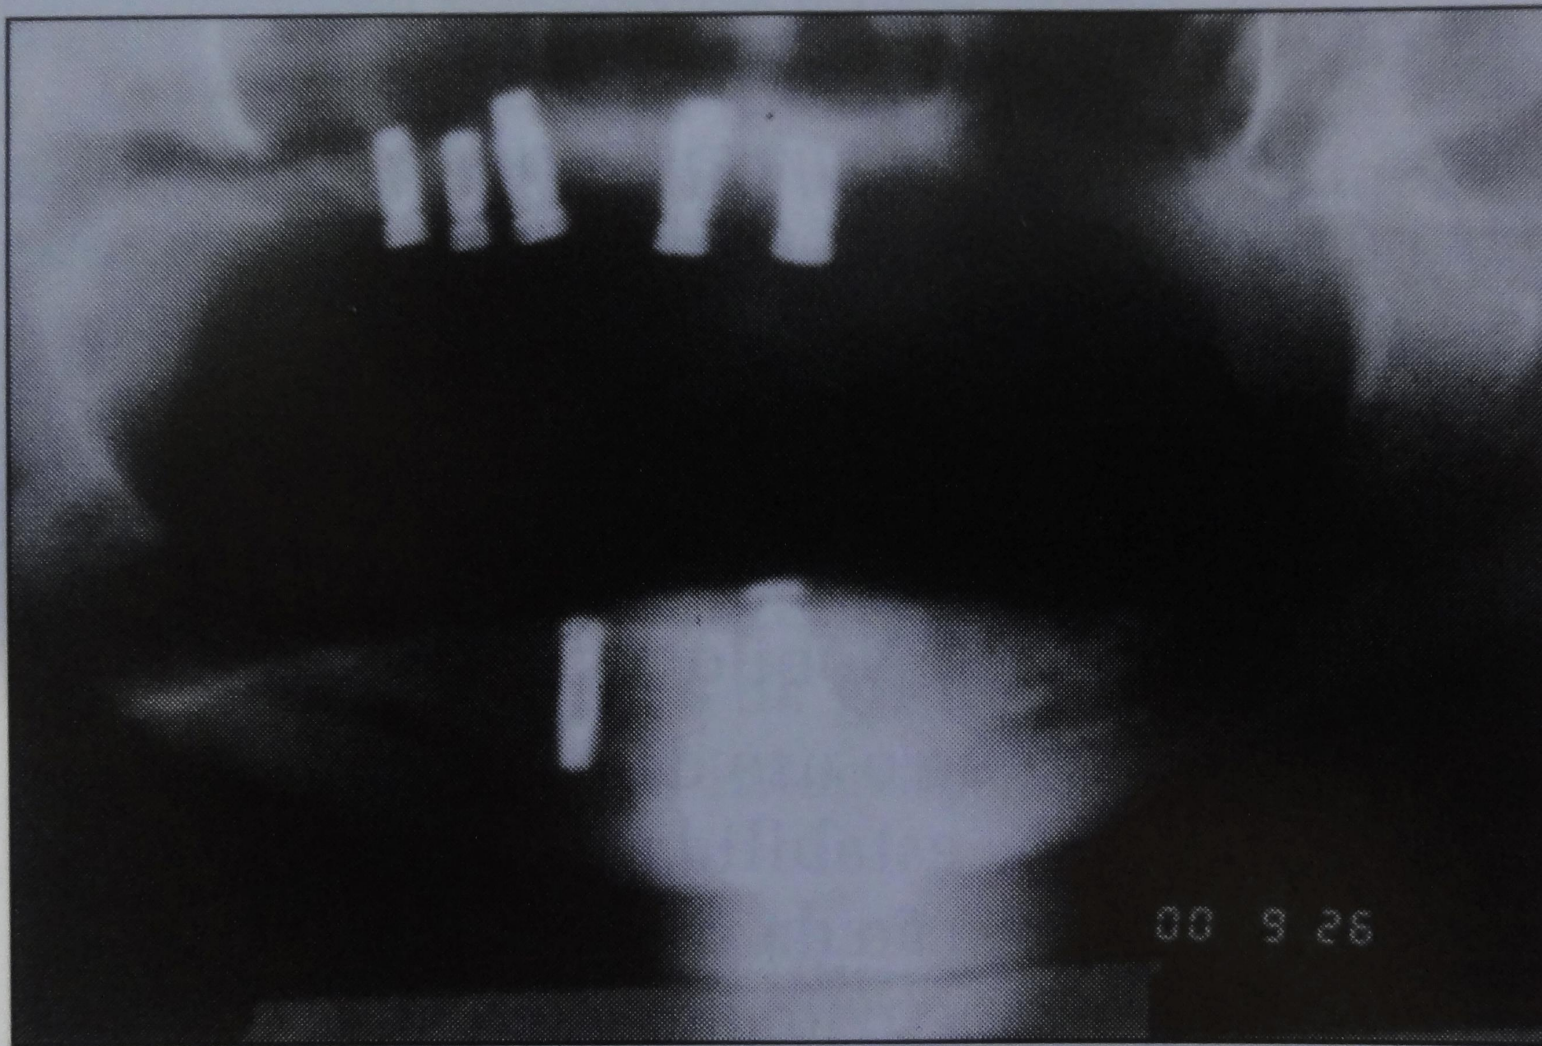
Radiografia panorâmica de implantes osseointegrados em paciente irradiado.*
